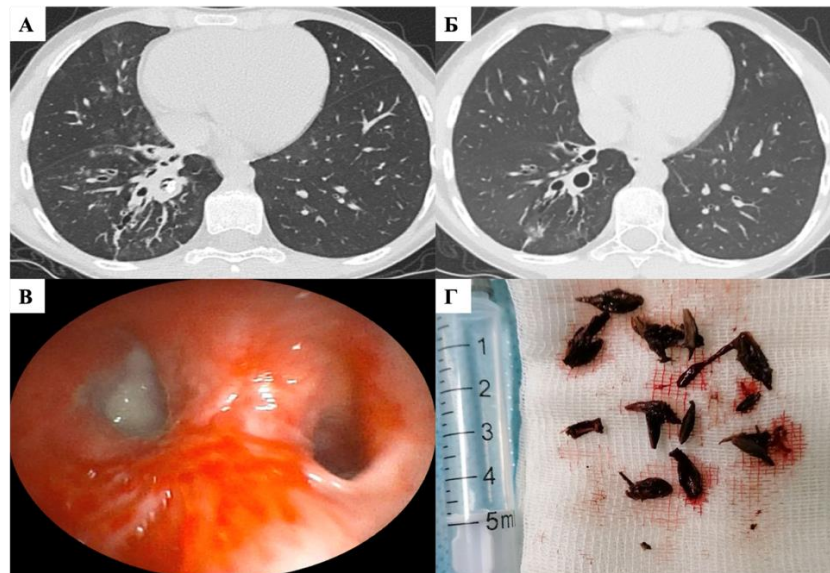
Компьютерные томограммы органов грудной клетки девочки Н., (А – при поступлении, Б – через 2 мес.), эндоскопическая картина бронха (В), удаленное инородное тело (Г). Описание в тексте
